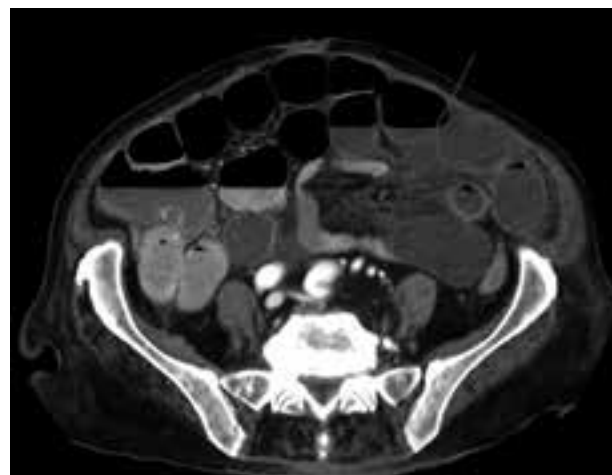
Ileusbild im CT - Distendierte Schlingen mit Kalibersprung (Pfeil) und freier Flüssigkeit. Verminderte Darmwandkontrastierung als Zeichen einer Ischämie.
